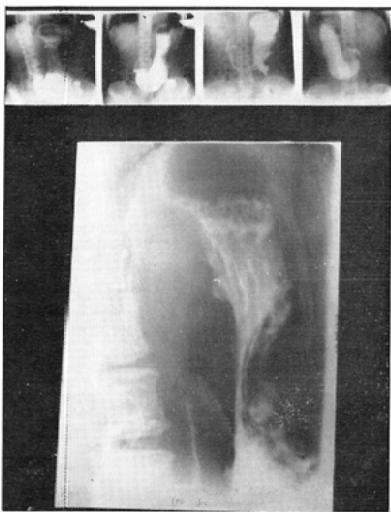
Case 22. niche of body(over. miniature, under.routine X-ray)
